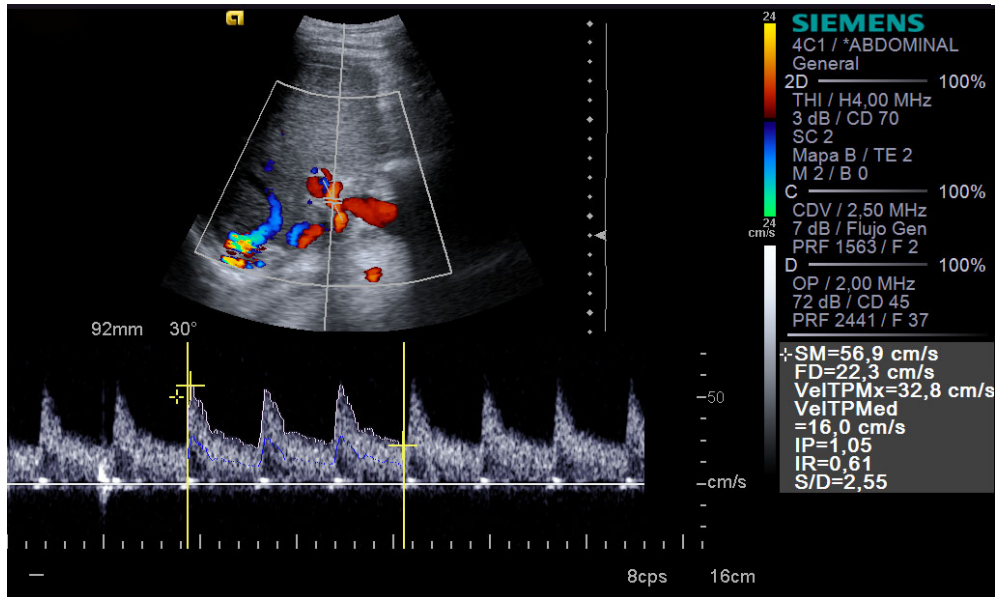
Exploración ecográfica Doppler normal de la arteria hepática de un paciente trasplantado. La morfología de la onda es normal, con un patrón de baja resistencia con diástole continua. A la derecha los parámetros obtenidos con una velocidad sistólica y un IR en rango normal.
